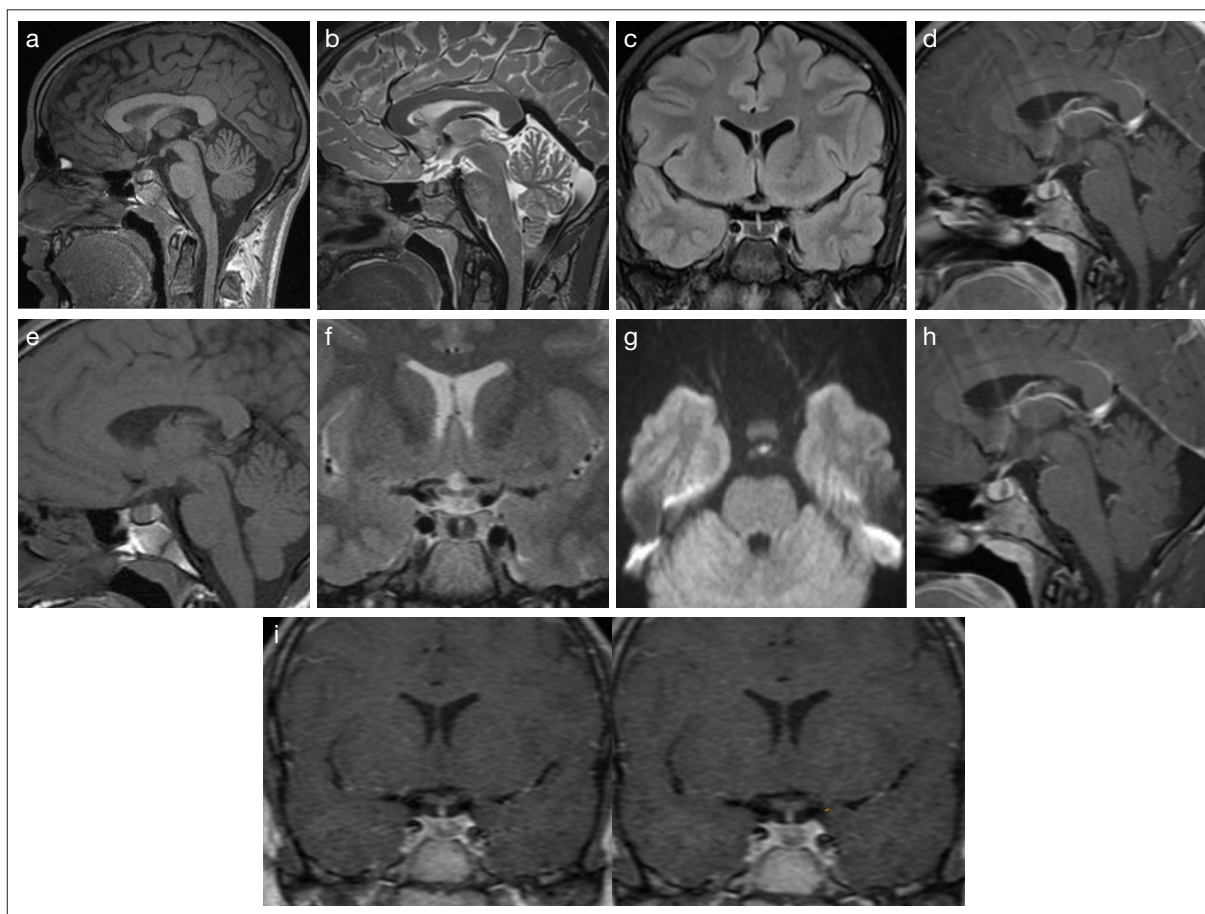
Paciente varón de 15 años con hallazgo casual de quiste hipofisario en el estudio por cefaleas. Imágenes de resonancia magnética, a) sagital  $T_1$ , b) sagital  $T_2$ , c) coronal FLAIR y d) sagital  $T_1$  poscontraste, que muestran lesión quística hiperintensa en  $T_1$ , hipointensa en  $T_2$  y FLAIR, sin realce tras contraste, altamente sugestiva de quiste de la *pars* intermedia con contenido hiperproteico. Se realiza un estudio hormonal que resulta normal. La resonancia magnética de seguimiento a los seis meses muestra la lesión quística, con las mismas características, con discreta restricción en difusión y estable en tamaño, sagital  $T_1$  (d), coronal  $T_2$  (e), en difusión (f) y sagital  $T_1$  poscontraste (g). Las imágenes coronales  $T_1$  (h, i) del estudio dinámico ponen de manifiesto la ausencia de realce de la lesión. El paciente permanece asintomático pasados ya varios años.
